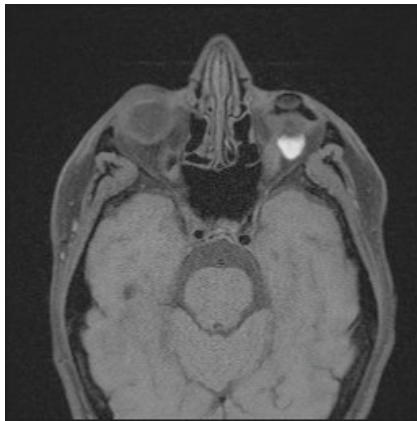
Imagen RM (T1, hiperintensa).
